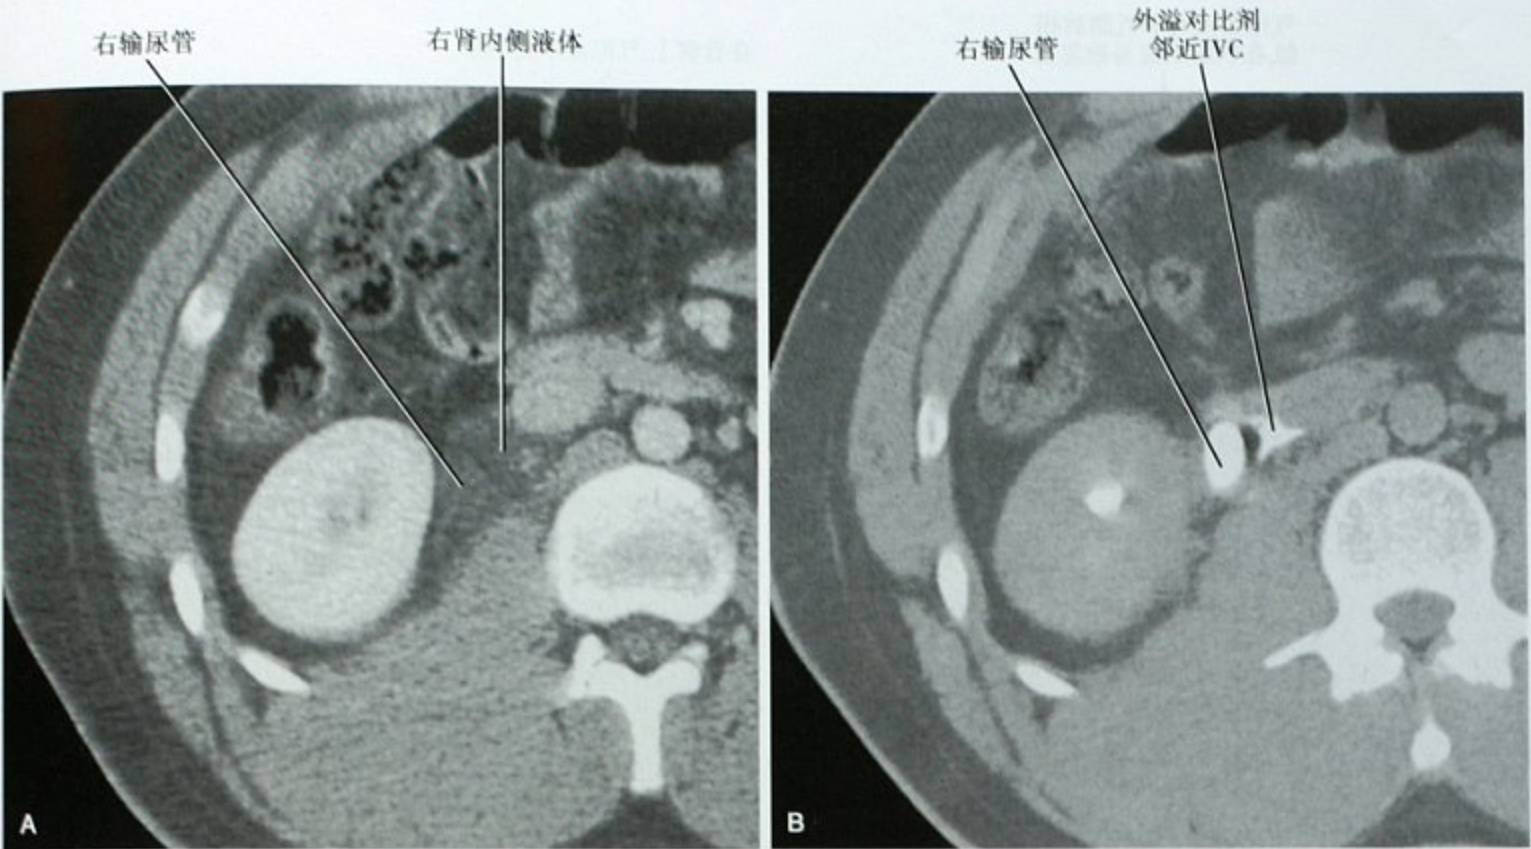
泌尿系损伤延迟扫描的重要性。A. 车祸患者 CT 增强横断面显示右侧输尿管旁少量液体积聚;B. 放射科医师要求 20 分钟后再次扫描,证实对比剂外漏至输尿管周围
